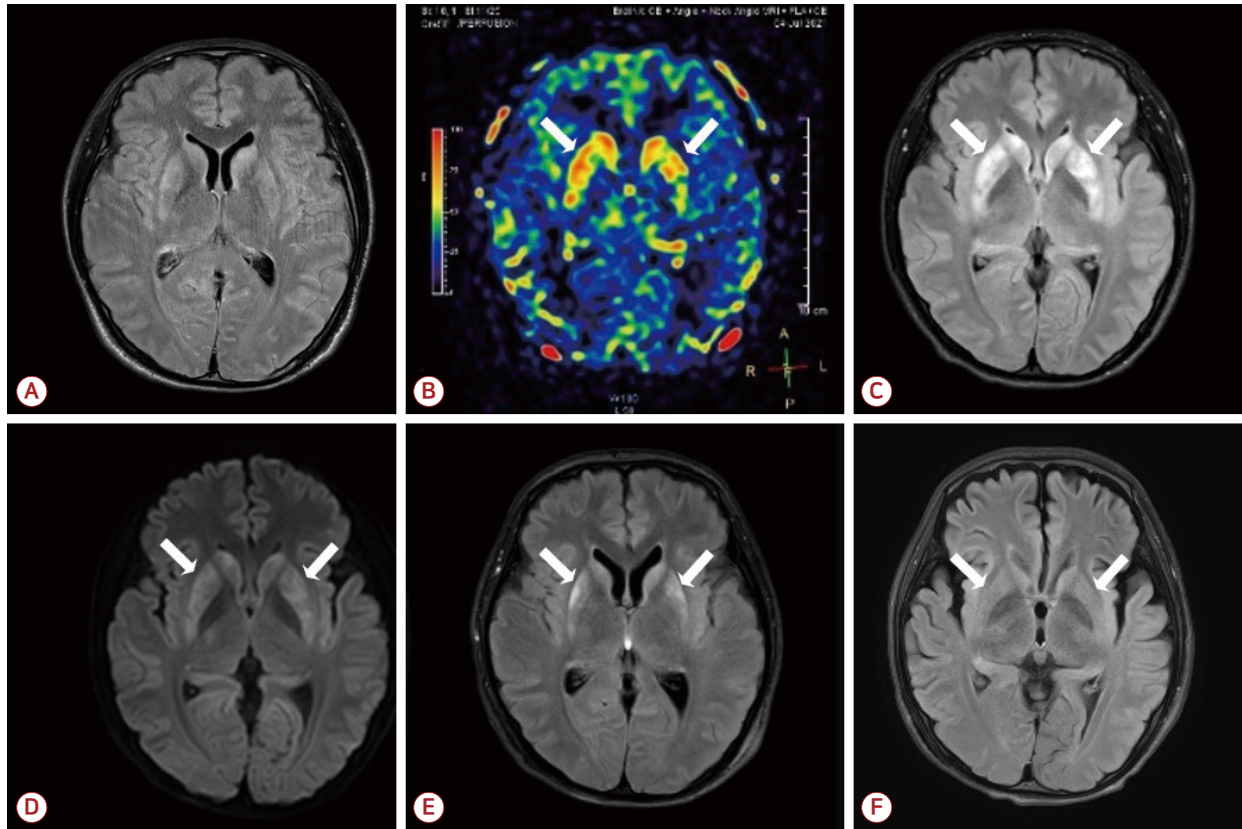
MRI change of the patient. (A) The patient's initial T2-weighted FLAIR showed no abnormal signals. (B) However, the initial arterial spin labeling image showed hyperperfusion in the bilateral caudate nucleus and putamen (arrows). After 1 week, (C) T2-FLAIR and (D) diffusion-weighted imaging revealed symmetric hyperintensities in the same lesions with isointense signals on apparent diffusion coefficient sequence (not shown, arrows). After 1 month, (E) FLAIR hyperintensities on both striata (arrows) had decreased. After 3 months, (F) FLAIR signal change had almost completely recovered (arrows), showing a reversible striatal sign with additional bilateral frontal lobe atrophy as a sequela. MRI; magnetic resonance imaging, FLAIR; fluid-attenuated inversion recovery.
